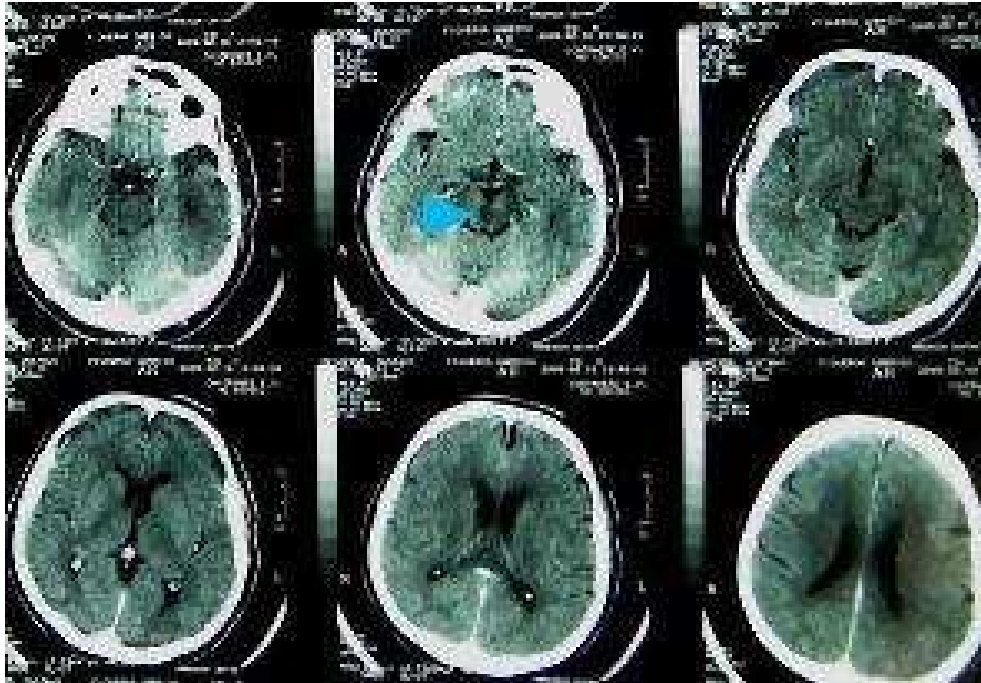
Punta de flecha celeste señalando zona de hipodensidad central mesencefálica periacueductal. Donde por su rara frecuencia el tomografista plantea dudas de su origen vascular.
